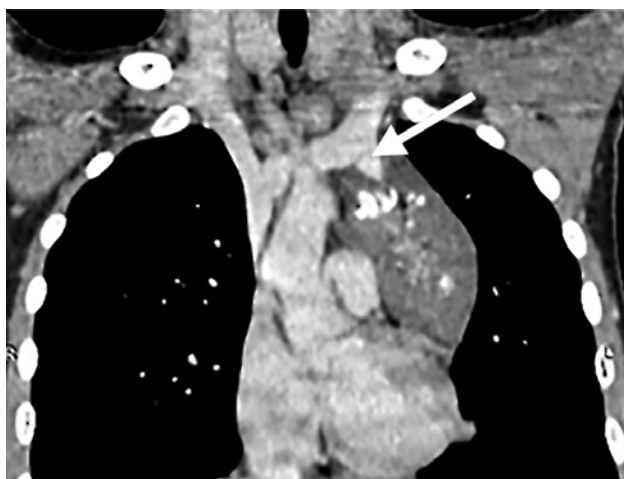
Компьютерная томография ОГК с внутривенным контрастированием. Питающий сосуд указан стрелкой
